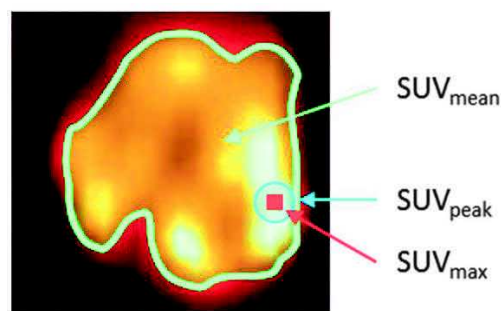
Index dérivés du SUV les plus utilisés (D'après (Heuzé, 2018)).
